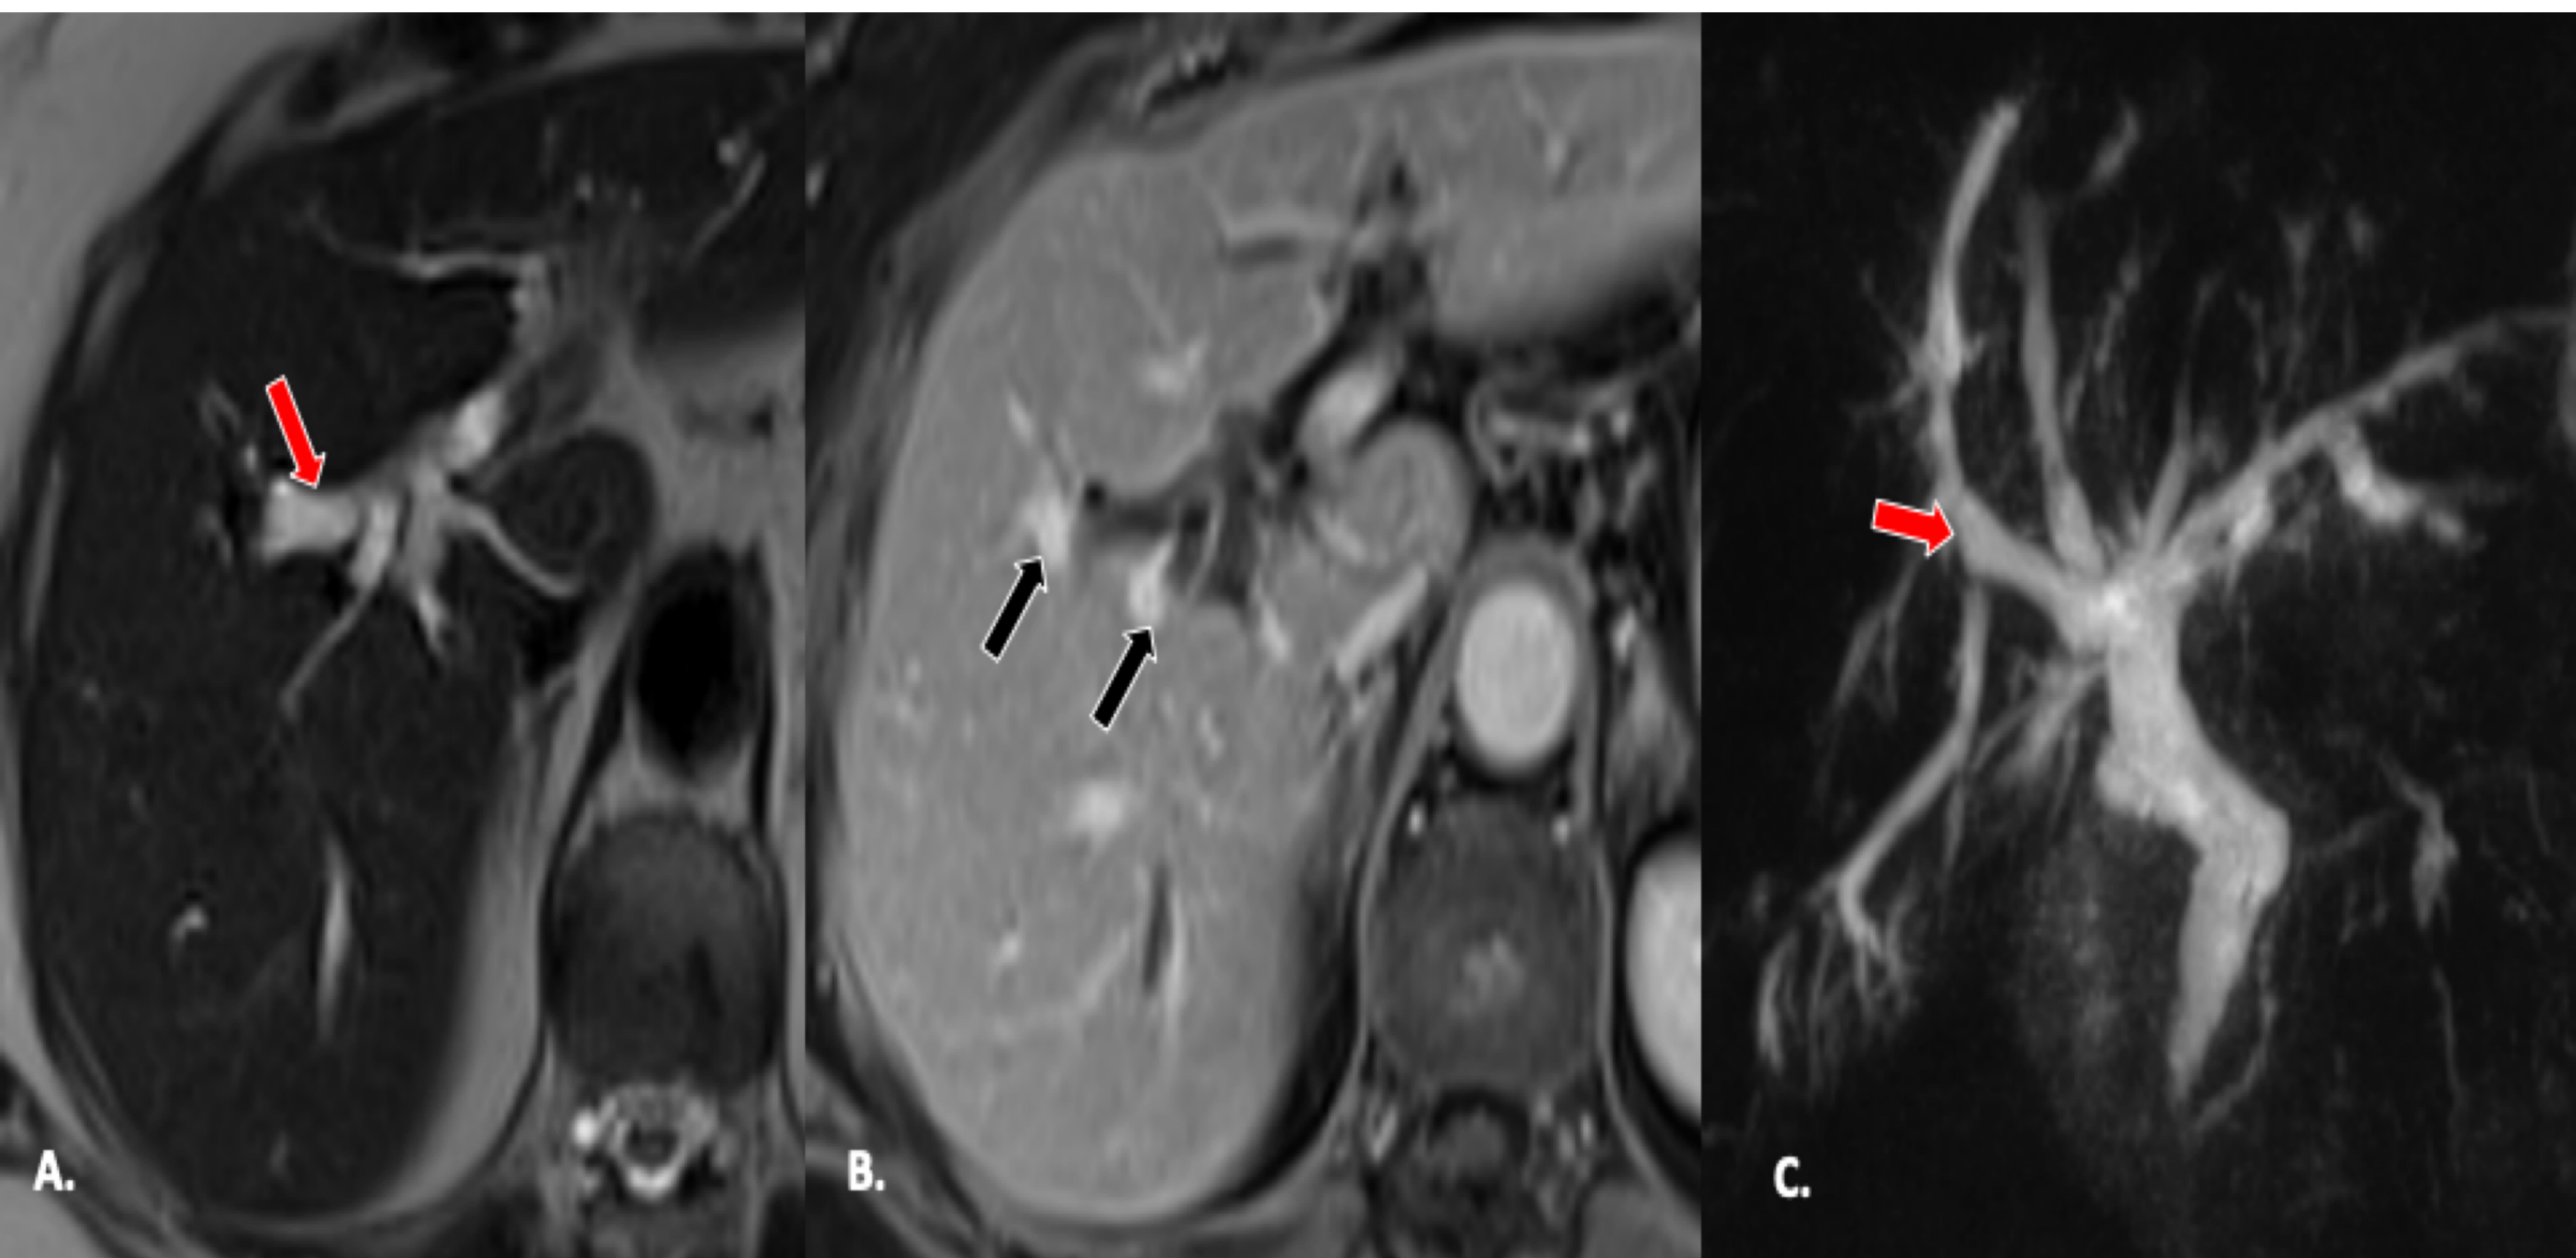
Enfermedad de Caroli en mujer de 69 años. Imágenes axiales de RM ponderadas en T2 (A) y colangiopancreatografía (C) demuestran dilatación de conductos biliares intrahepáticos. (B) Tras la administración de contraste se observa realce de los radicales centrales portales "punto central" (flecha negra) dentro de los conductos biliares dilatados.
